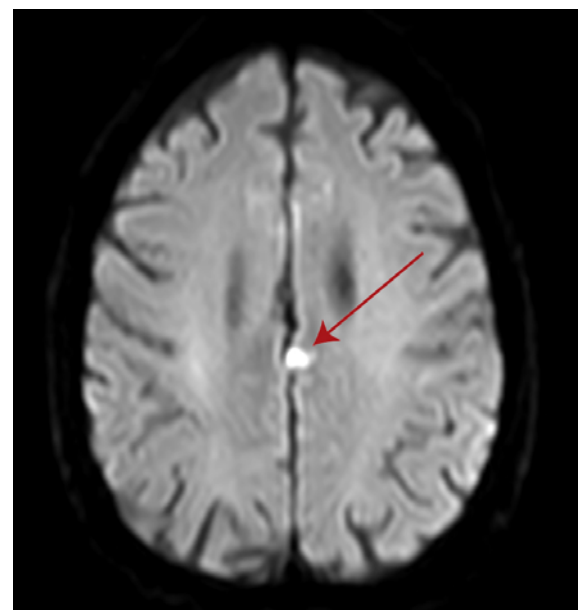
MRI des Schädels bei Spitaleintritt (nach Auftreten der Hemiataxie links und der intermittierenden Wortfindungsstörungen), transversale DWI-Sequenz: punktförmige Ischämie (Pfeile) hochfrontal paramedian links. DWI: Diffusion Weighted Imaging.
